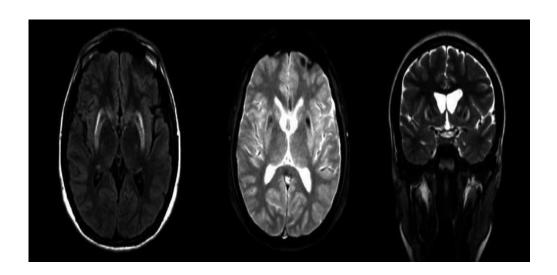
Alteraciones de resonancia magnética cerebral para el diagnóstico de la EP Fuente: Alemán y otros, 2022.
